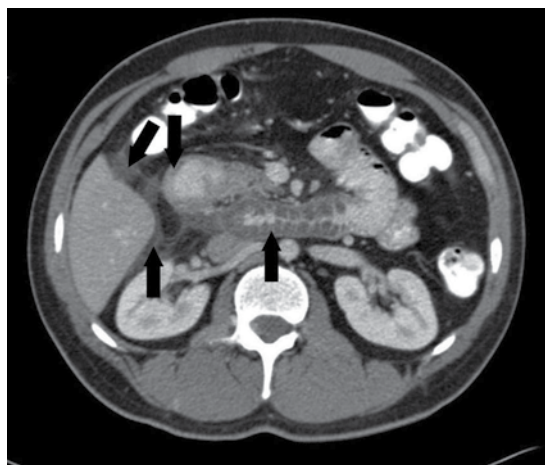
Corte axial de tomografía abdominal con medio de contraste intravenoso y por vía oral, que muestra engrosamiento de la pared de la segunda y tercera porción del duodeno con infiltración de grasa y líquido libre a nivel del espacio de Morrison y subhepático anterior.
